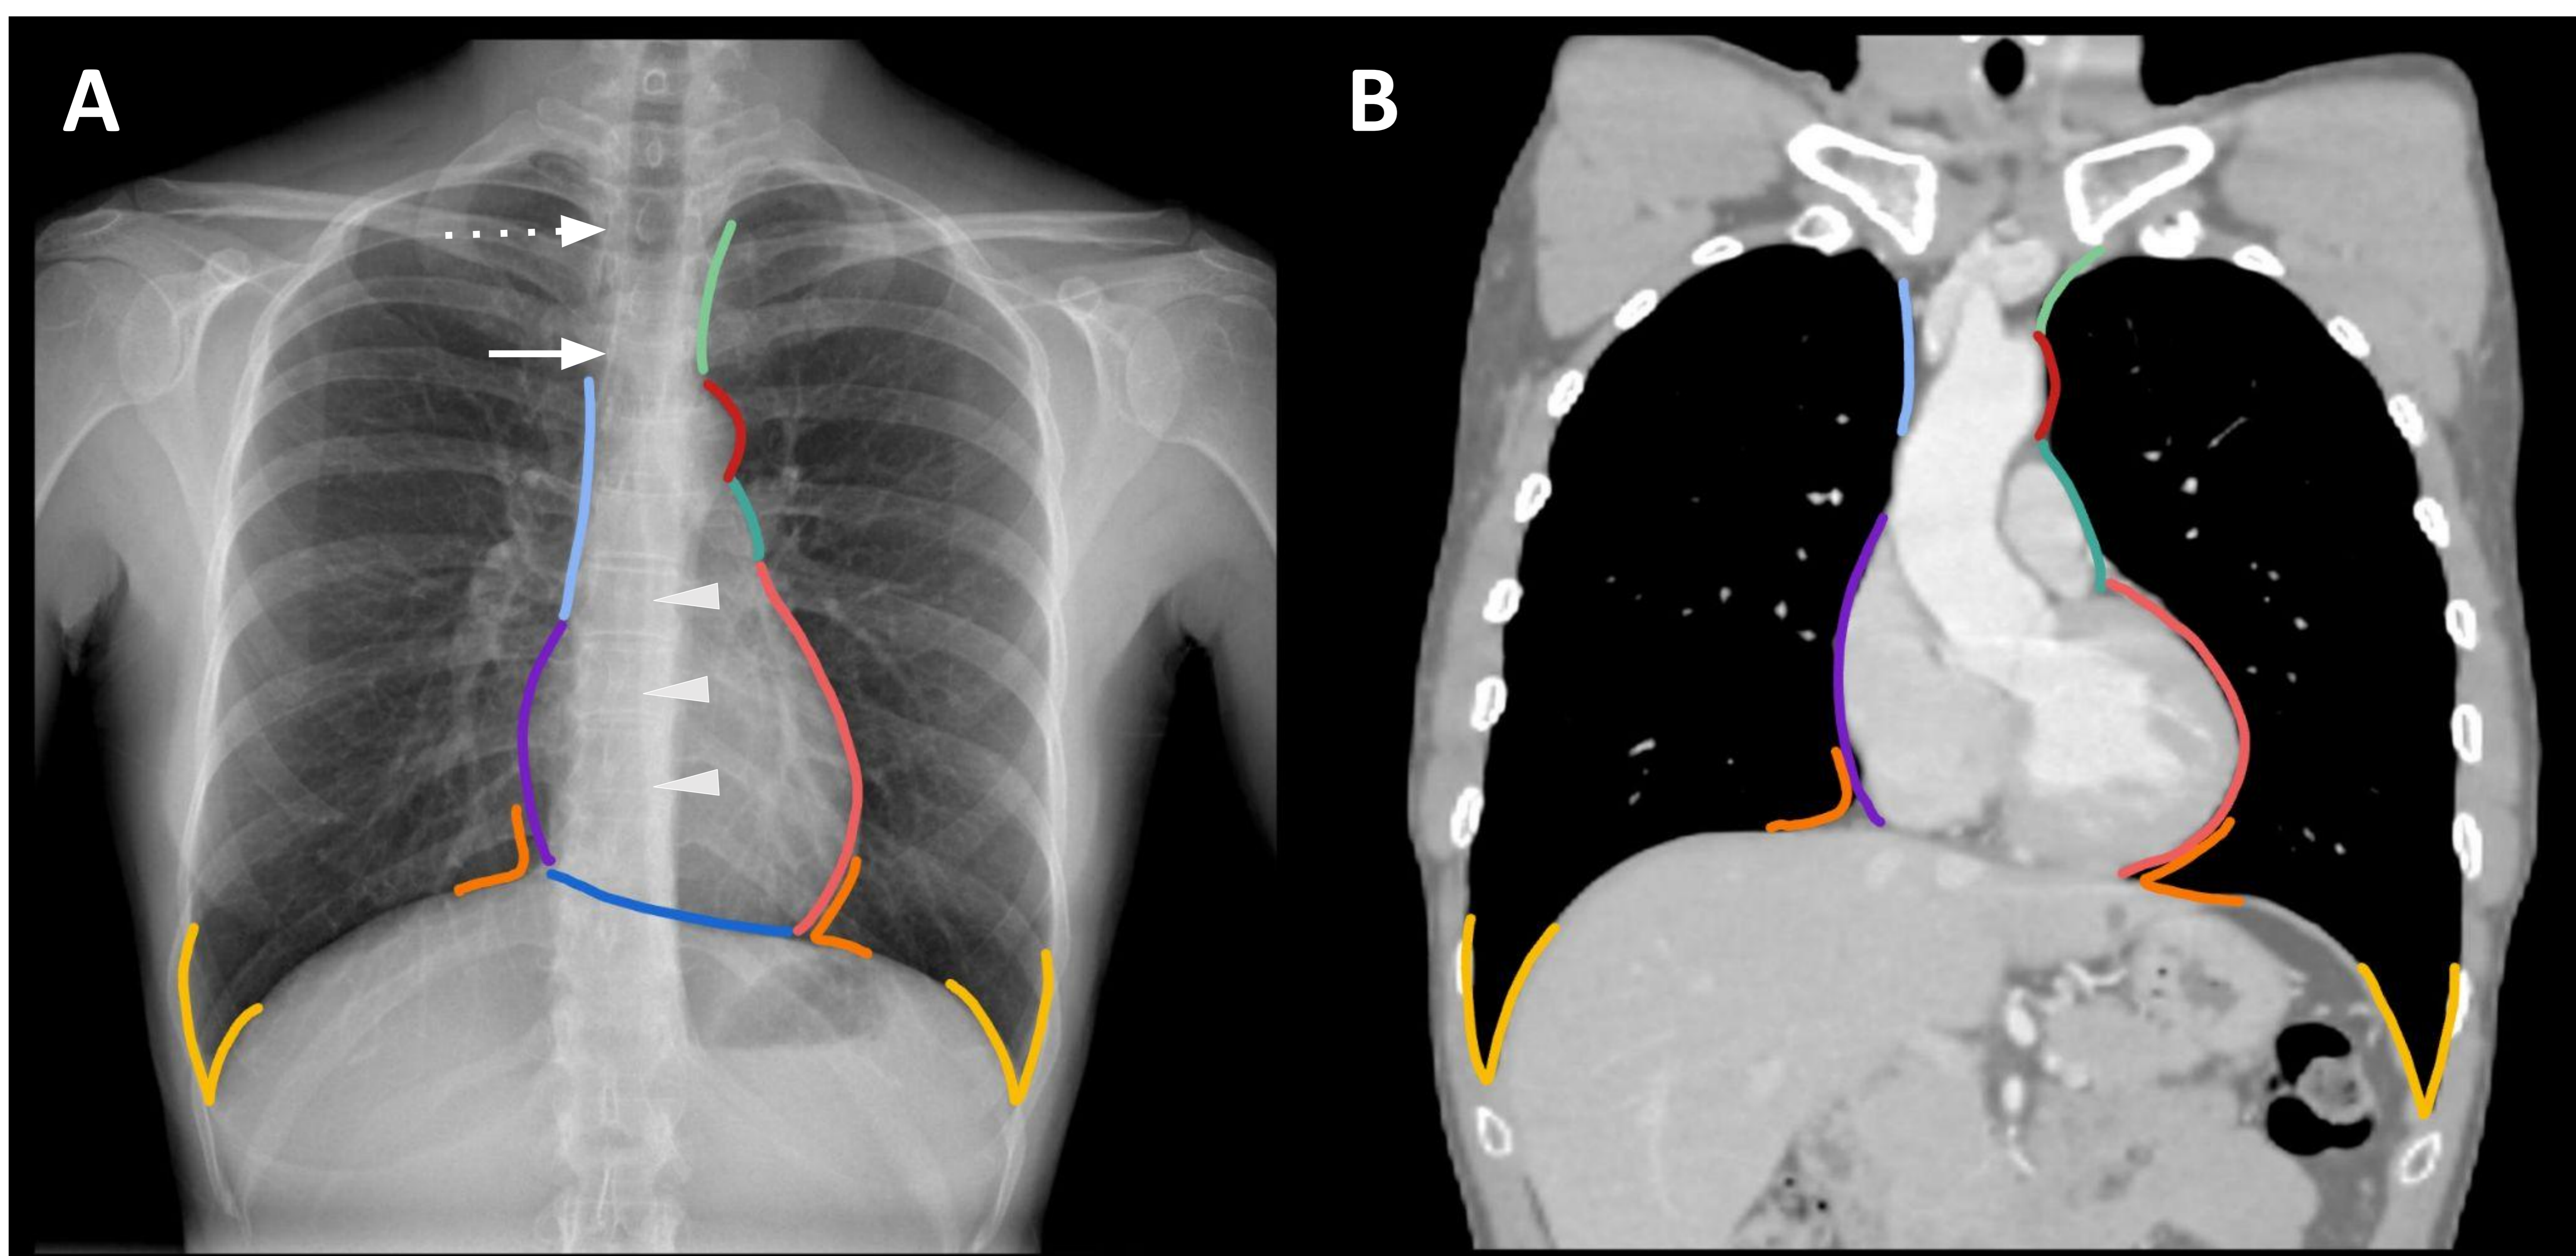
Líneas del mediastino. Rx Tórax en proyección antero-posterior (A). TC Tórax con CIV y ventana de mediastino en reconstrucción coronal (B). VCS (azul claro), aurícula derecha (morado), ventrículo derecho (azul oscuro), vasos subclavios (verde), arco aórtico (rojo), arteria pulmonar (celeste), ventrículo izquierdo (rosa), vena ácigos (flecha), línea paratraqueal derecha (flecha discontinua), línea pleuroaórtica (puntas de flecha).
